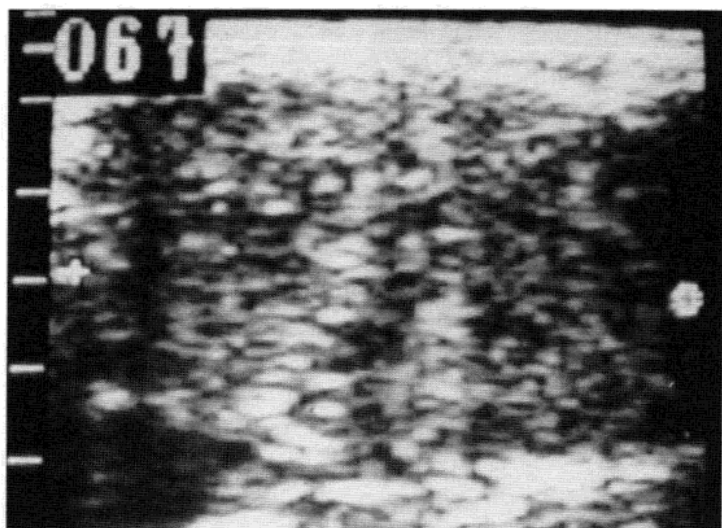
婴儿隐性多囊性肾疾病的肾脏超声检查显示肾脏回声普遍增强，皮髓质的分界消失。
